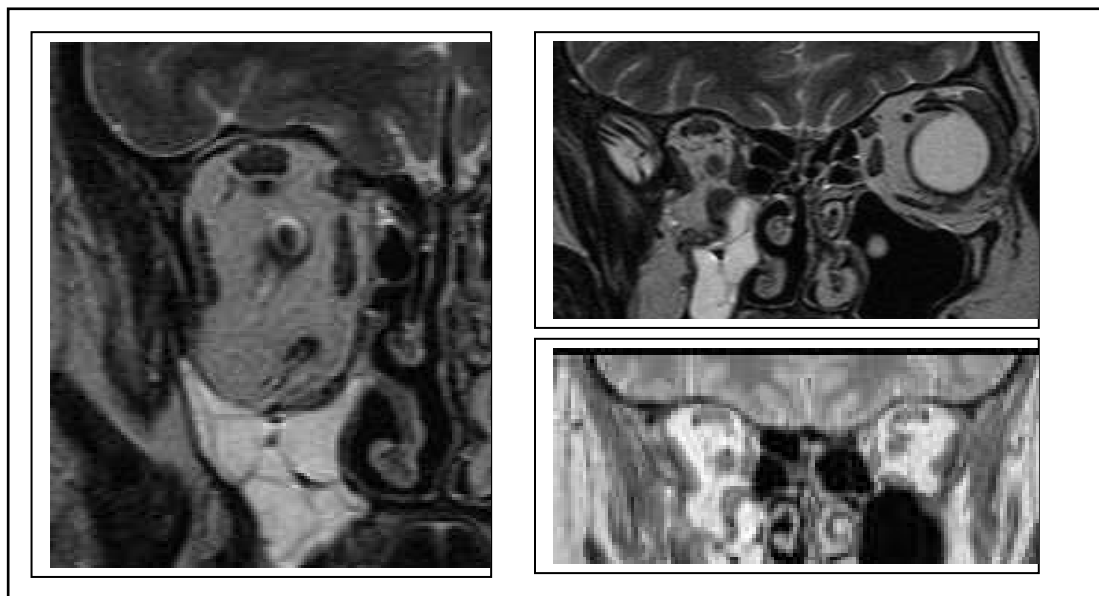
Praeoperative MRT-Aufnahmen einer Orbitabodenfraktur –
